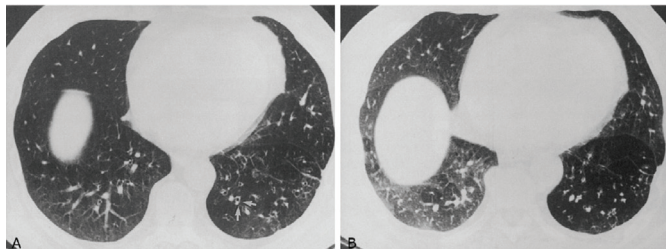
• TC mostra air trapping. A – Em inspiração mostra variação da atenuação em remendos (patchy), em particular no lobo inferior esquerdo onde bronquiectasias estão presentes (setas). B – Em expiração, mostra air trapping no lobo inferior esquerdo, que continua lucente, enquanto o restante pulmão sofre aumento da atenuação. O padrão de mosaico é visível no lobo inferior direito.
